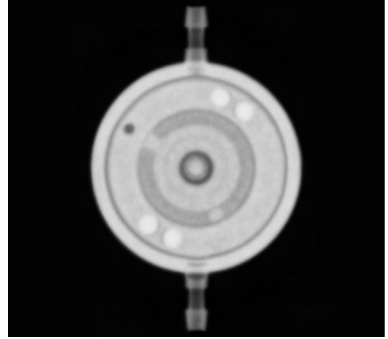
X-ray image for M.flow with flow-reduction level 4 set
